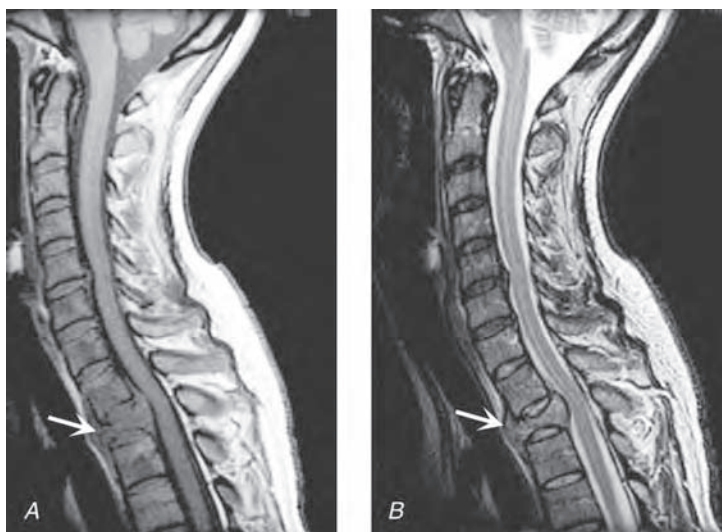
Compresión epidural de la médula espinal a consecuencia de carcinoma de mama. Estudios de resonancia magnética sagital ponderados en T1 (A) y T2 (B) a lo largo de la unión cervico-torácica que revelan una segunda vértebra torácica infiltrada y colapsada con desplazamiento posterior y compresión de la parte alta de la médula torácica. La señal de baja intensidad de la médula ósea en (A) significa reemplazo por un tumor.
